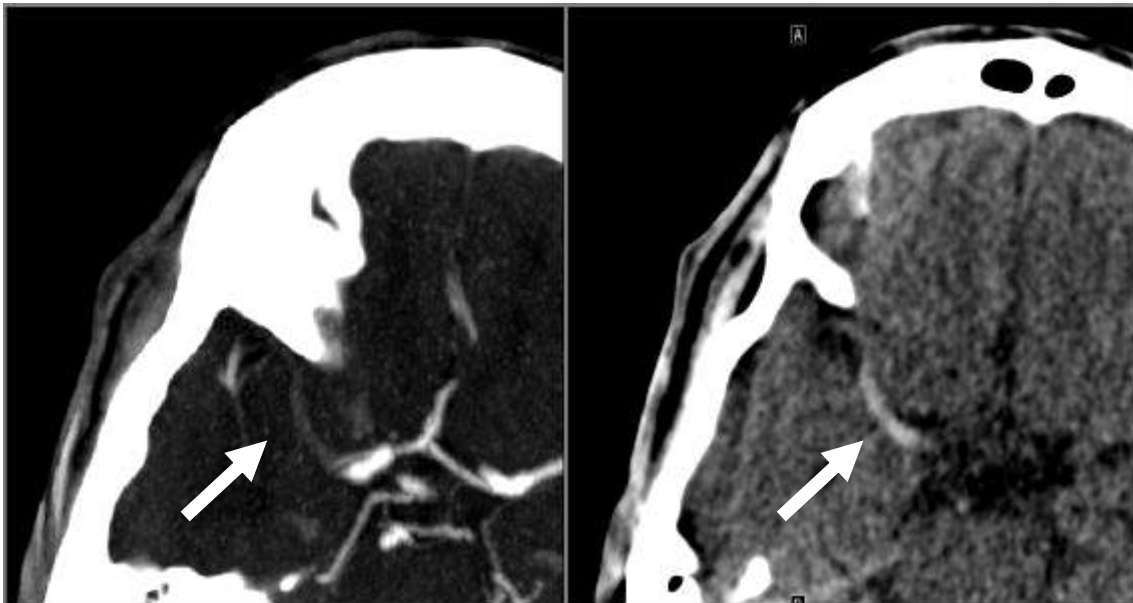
Beispiel für die Korrelation von 4D-CTA und HMCAS
